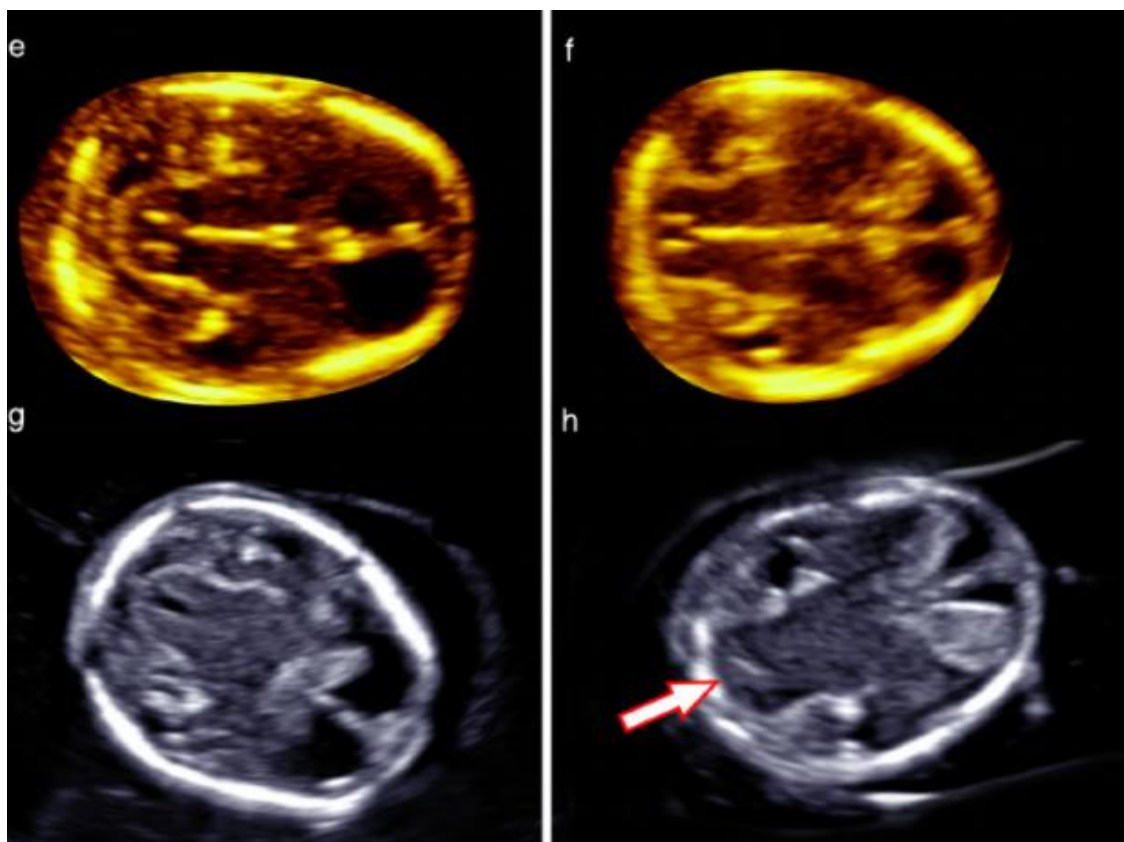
Imágenes ecográficas en vista axial a las 12-13 semanas de gestación que muestran el mesencéfalo en fetos normales (izquierda) y el “signo del choque” en fetos con espina bífida (derecha). Fuente: Ushakov F, et al. *Crash sign: new first-trimester sonographic marker of spina bífida.* 2019.
